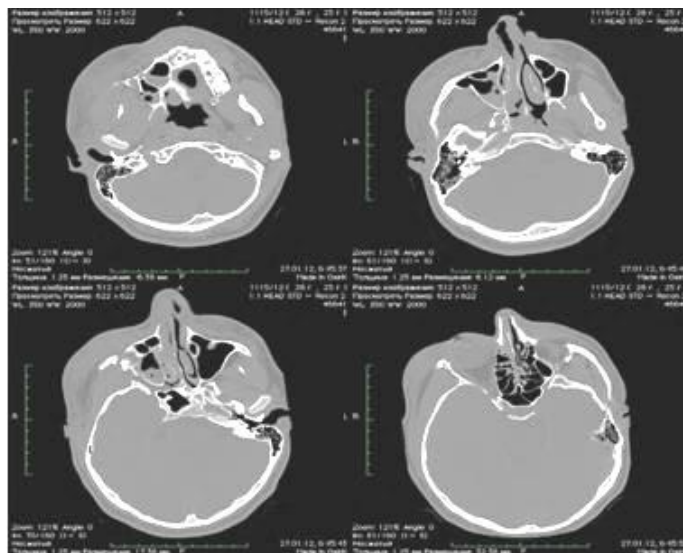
Перелом скуловой кости справа. Аксиальные проекции МСКТ
